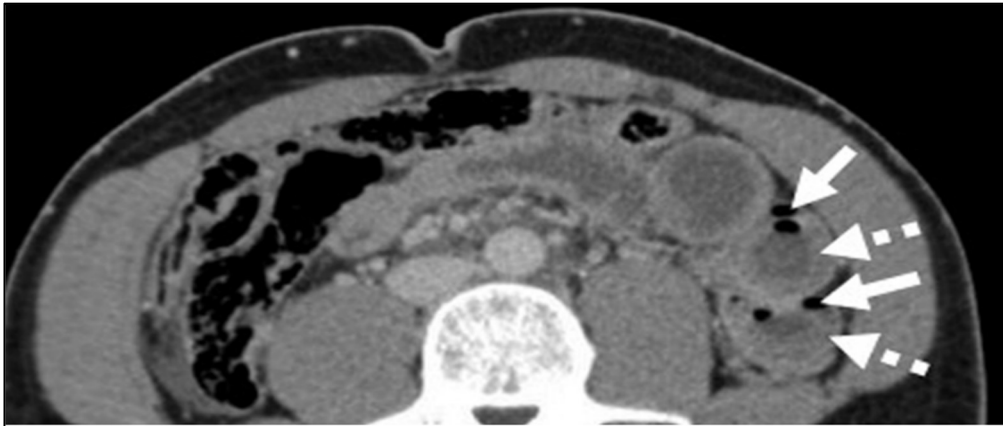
TDM coupe axiale. Pneumatose pariétale (flèches pleines) associée à un épaissement pariétal grêlique (flèches pointillées)[95].
